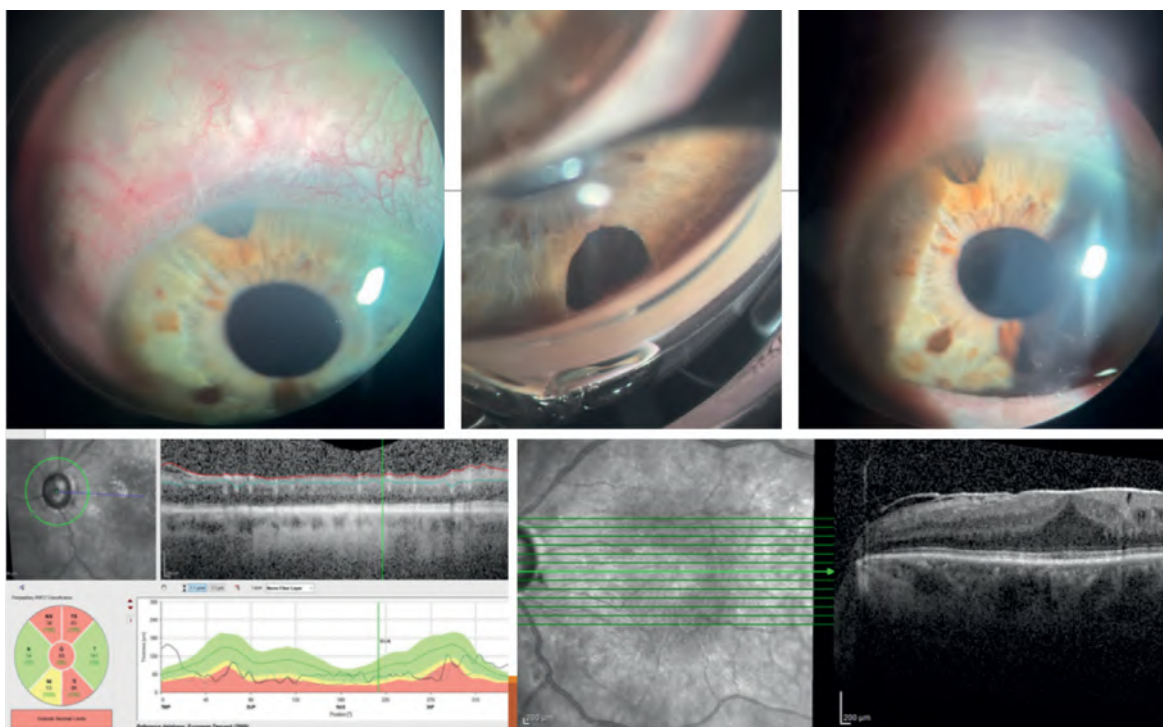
At the final visit, the anterior chamber depth was well-maintained, but there was no bleb formation in the left eye. Top right photo showing anterior displacement of the iris pigment epithelium and ciliary body at the iridectomy site. Optical coherence tomography revealed a macular epiretinal membrane
